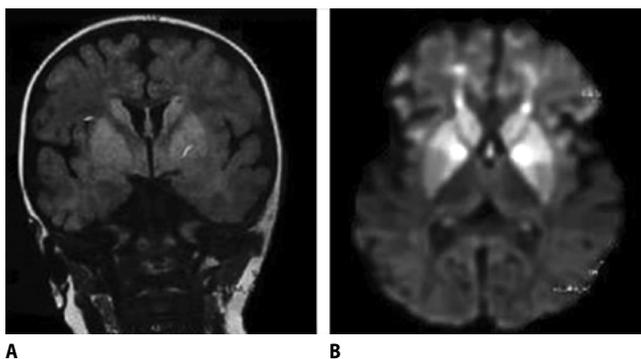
МРТ пациентки Ю.
